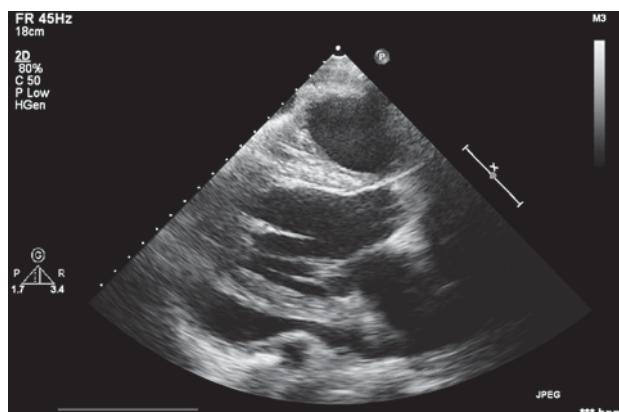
УЗ-изображение, трансторакальная эхокардиография, парастеральная позиция, декстрокардия, жидкость за задней стенкой левого желудочка.
